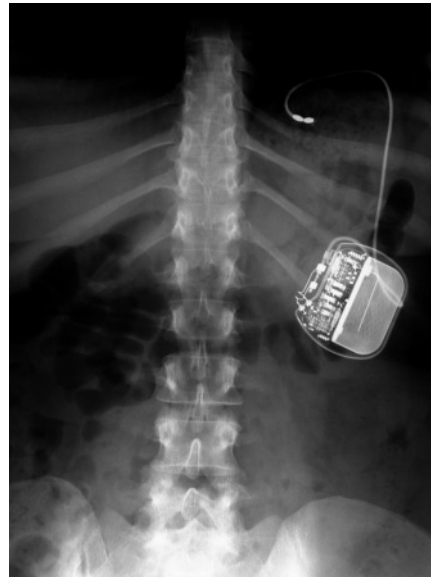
Postoperatives Röntgenübersichtsbild.
